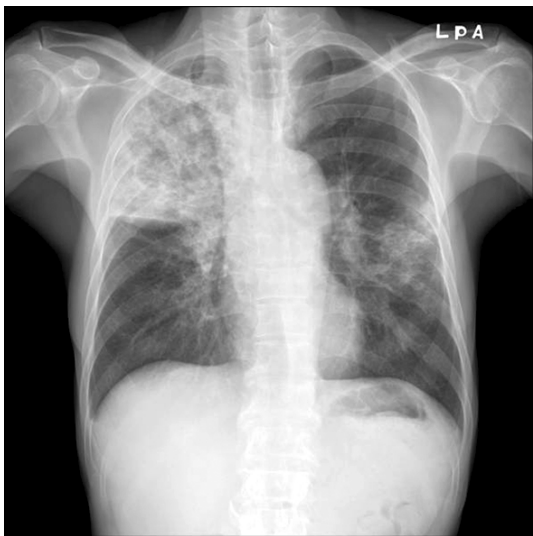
Chest X-ray on admission showed multiple consolidations in right upper lung zone and left lingular lobe.
